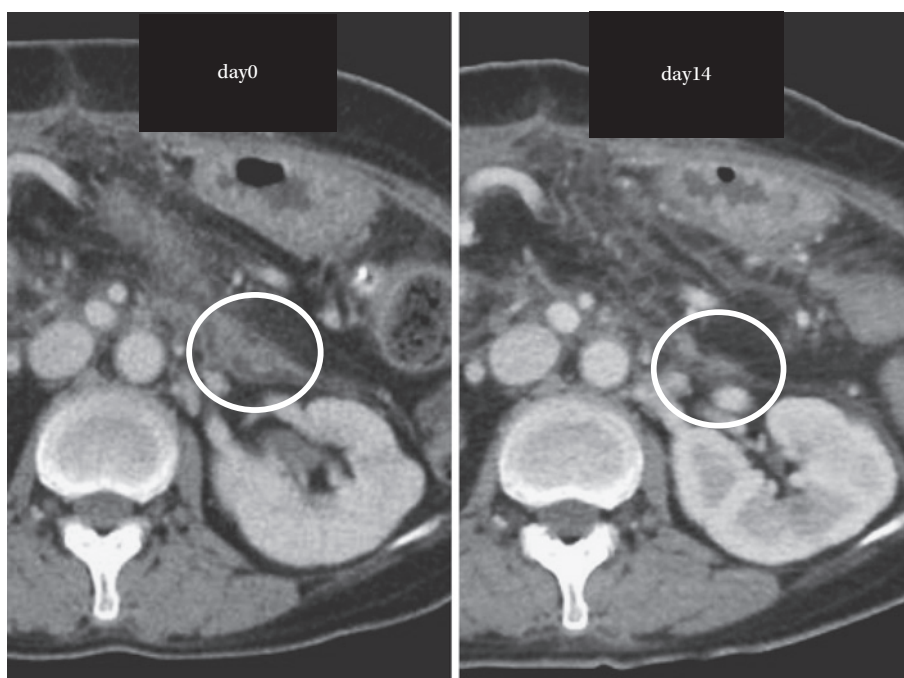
腹部造影 CT 所見 (左:血液培養陽性時 (day0), 右:治療開始 14 日後 (day14))
